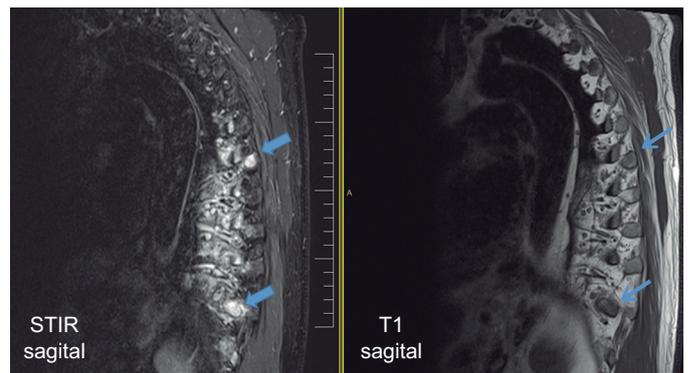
Resonancia magnética de columna dorsal en STIR (*short time inversion recovery*) y T1 en plano sagital en el corte lateral que objetiva hiperintensidad en STIR (flechas gruesas) en articulaciones costovertebrales con hipointensidad leve en T1 (flechas finas).
